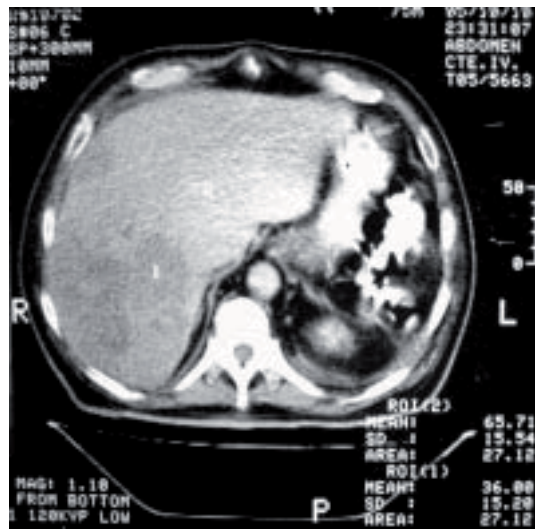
Corte axial de TC, observándose: múltiples lesiones hipodensas que presentan coeficiente de atenuación de 36UH, en glóbulo derecho en tanto que el parénquima normal muestra 65UH.
